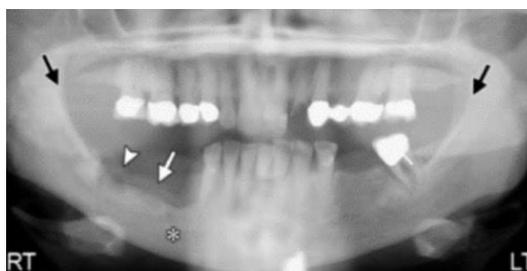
Nesta radiografia panorâmica, observa-se a reabsorção óssea alveolar na região posterior direita, onde há a ausência de elementos (indicada pelas setas brancas). Além da discrepância na cortical óssea do lado direito em comparação ao lado esquerdo (indicada pelas setas pretas).
